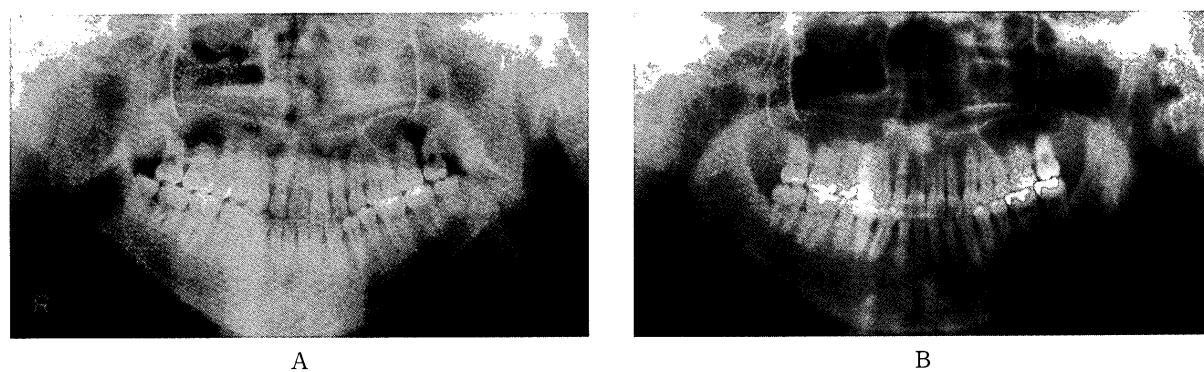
Panoramic radiographs
